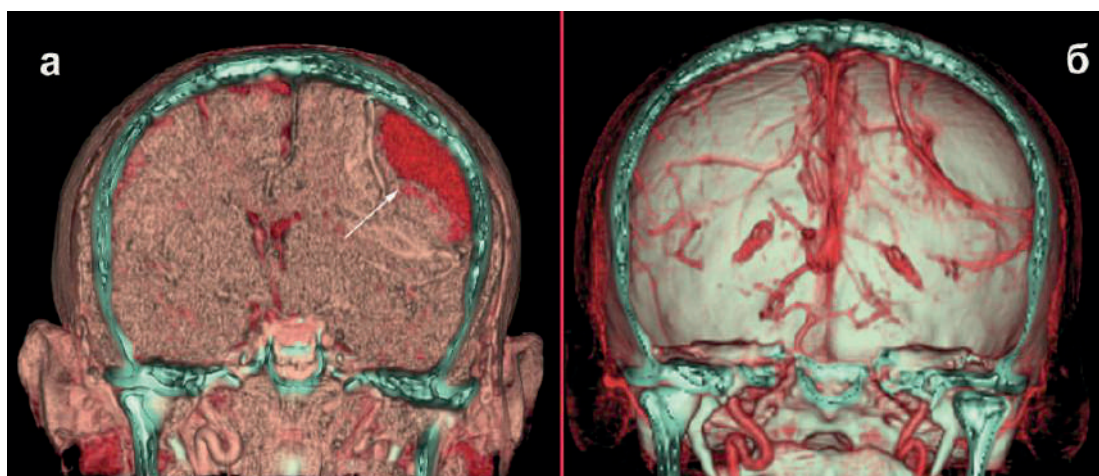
Трехмерная спиральная КТ реконструкция ХСГ (а) и окружающих ее сосудов (б)
